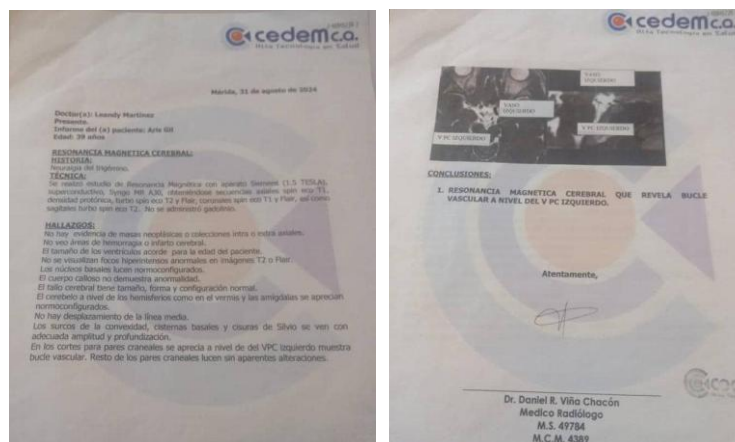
Informe médico de resonancia magnética.
